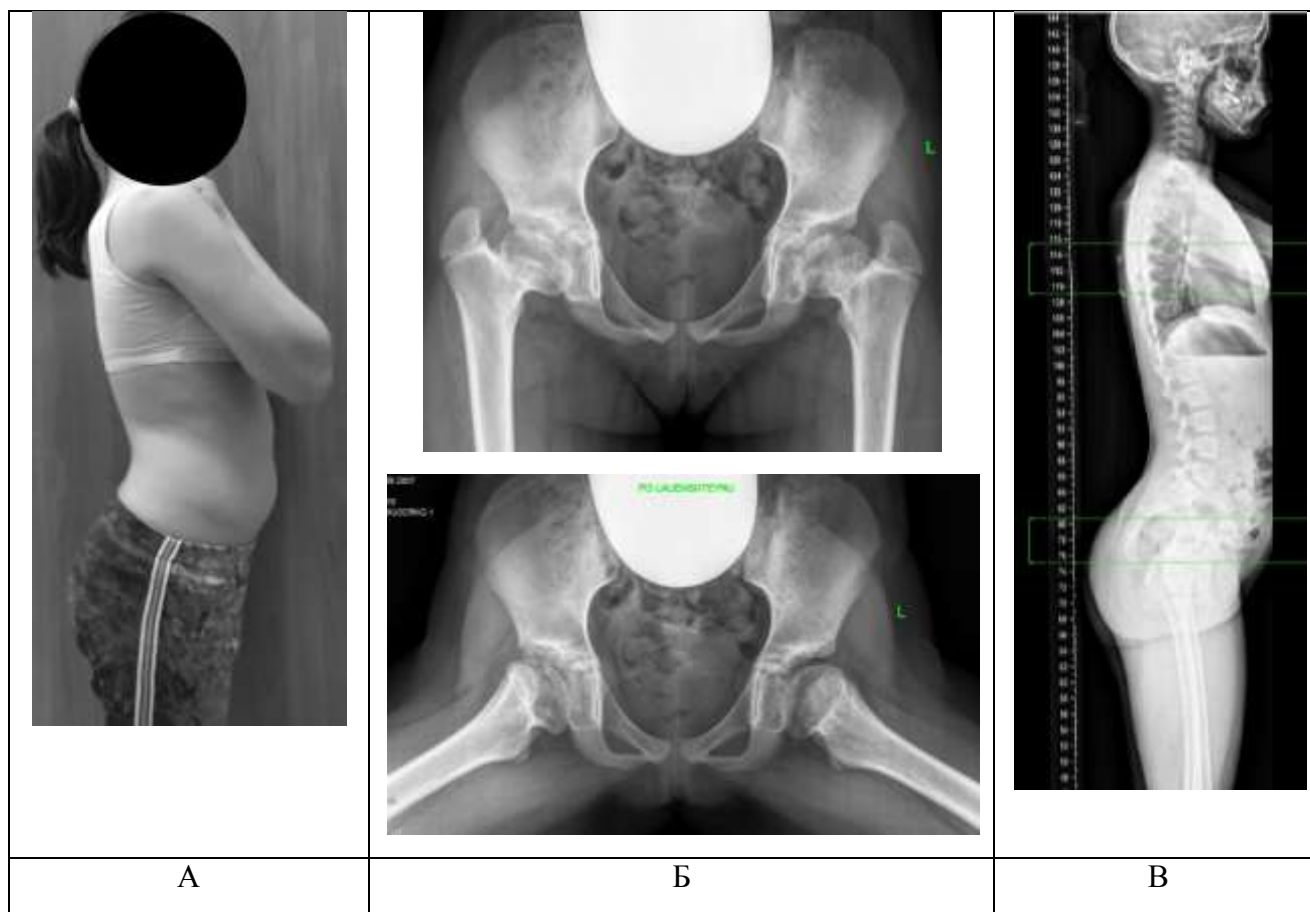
Пациентка А., 13 лет, с диагнозом: последствия острого гематогенного остеомиелита в виде многоплоскостной деформации проксимального отдела бедренной кости с высоким стоянием большого вертела. А – внешний вид пациента – усилен поясничный лордоз; Б – рентгенография тазобедренных суставов в прямой проекции и в положении по Лауэнштейну – сохарlана, укорочение шейки бедренной кости с высоким стоянием большого вертела с двух сторон; В – боковая панорамная рентгенограмма позвоночника C1-S1 с захватом бедренных костей – избыточная ротация таза кпереди и гиперлордоз поясничного отдела позвоночника
